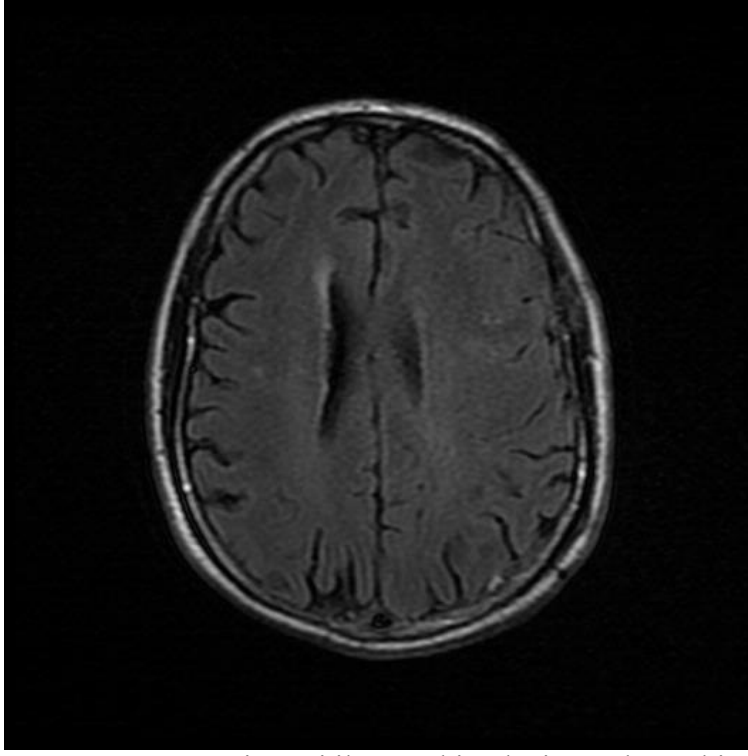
a Kraniotomi ile cerrahi tedavi uygulanan bir olgunun preoperatif T1A aksiyel MRG kesit görüntüsü.
